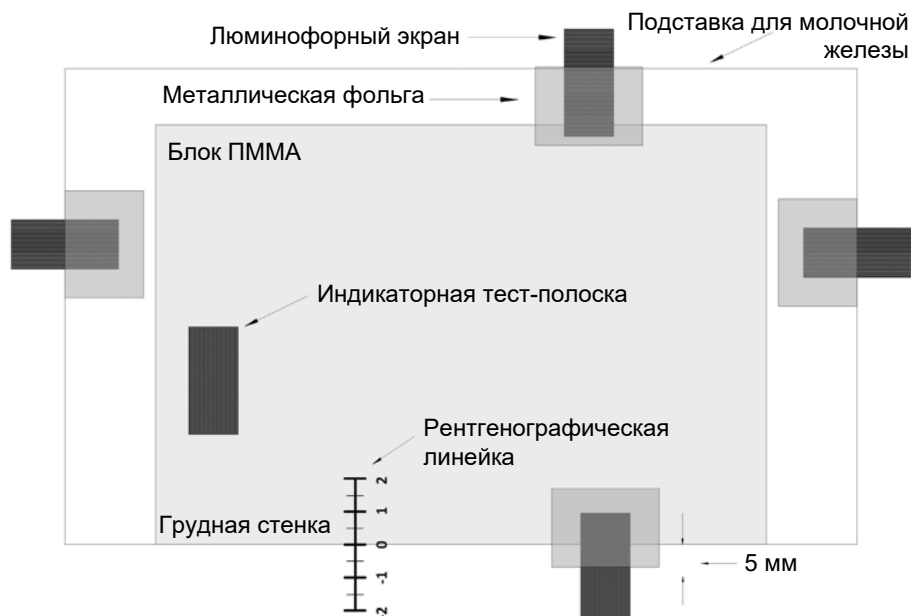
Рекомендуемая конфигурация линеек и люминофорных экранов-маркеров, используемых для оценки выравнивания поля рентгеновского излучения и определения недостающей ткани.
